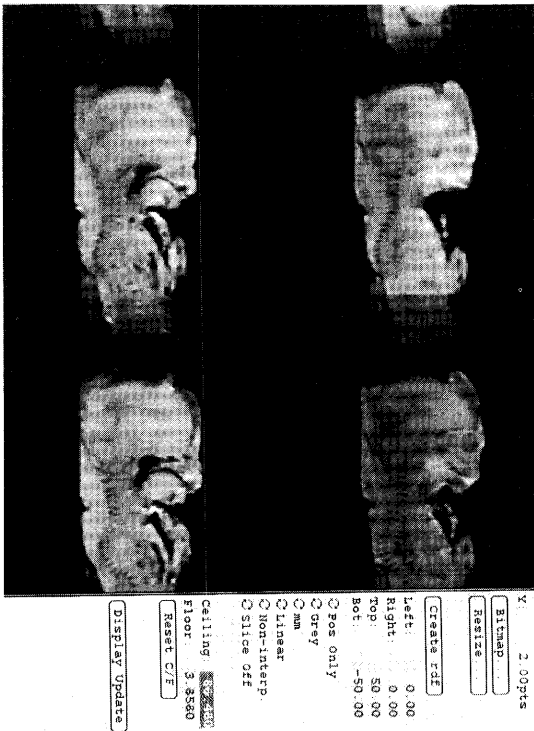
No.1, 推定胎齡5ヶ月, 左側完全唇顎口蓋裂胎児動物用MRI (矢状断像)
